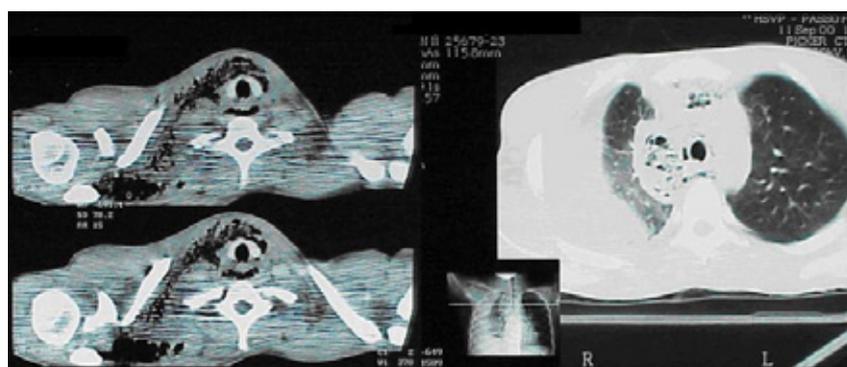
Tomografia computadorizada de região cervical, indicando aumento das partes moles, associado a enfisema subcutâneo entre os planos musculares dorso-primários secundário a germes produtores de gás. Apresenta derrame pleural e coleções mediastinais com conteúdo gasoso.
